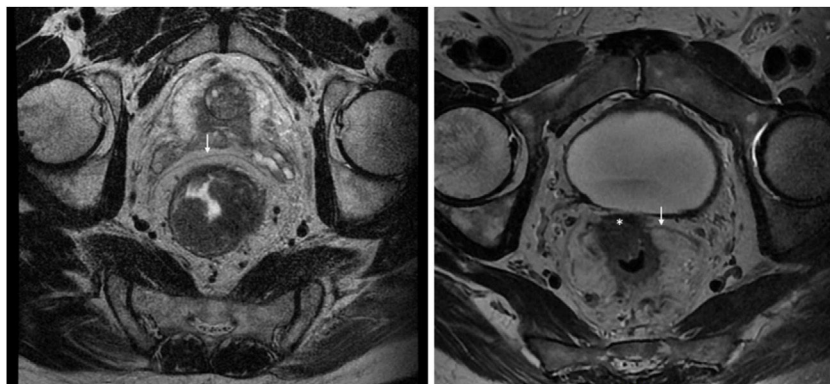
Cortes axiales de RM. A la izquierda, tumor de recto localizado en vertiente lateral izquierda (rmT2). A la derecha, tumor que invade la superficie serosa (zona marcada con asterisco) a nivel anterior (rmT4a). Las flechas señalan la reflexión peritoneal.
